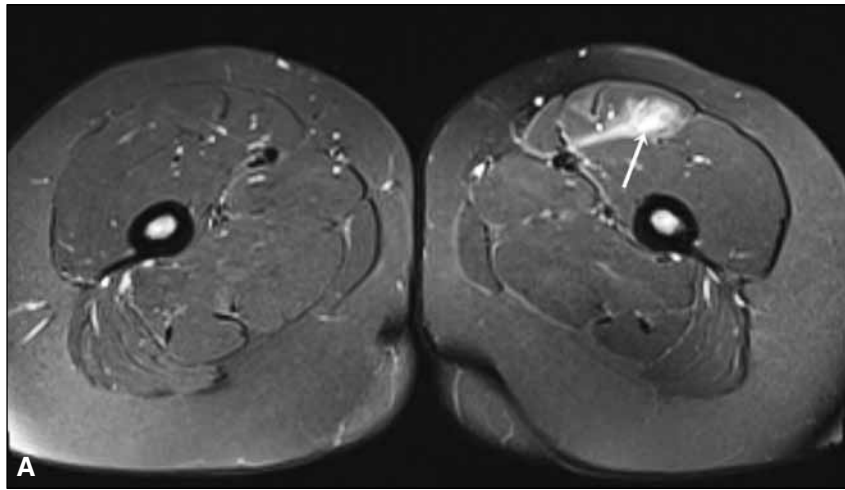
Resonancia magnética comparativa de ambos muslos. A. Corte axial STIR (3220/46/150). La paciente tenía otra lesión en el recto femoral en situación proximal (1/3 superior) con disposición miofascial posterior. En esta localización, no refería dolor. B. Corte coronal STIR (3220/46/150). En el mismo corte, se observan las lesiones de los tercios proximal y medio del muslo.
